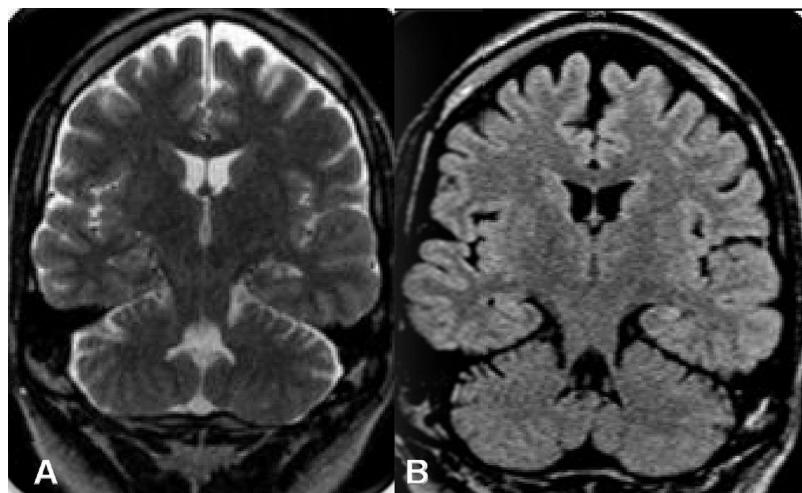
A: resonancia magnética cerebral potenciada en T2, corte coronal, con evidencia de esclerosis hipocampal izquierda. B: resonancia magnética cerebral potenciada en FLAIR, corte coronal, con evidencia de esclerosis hipocampal izquierda.
